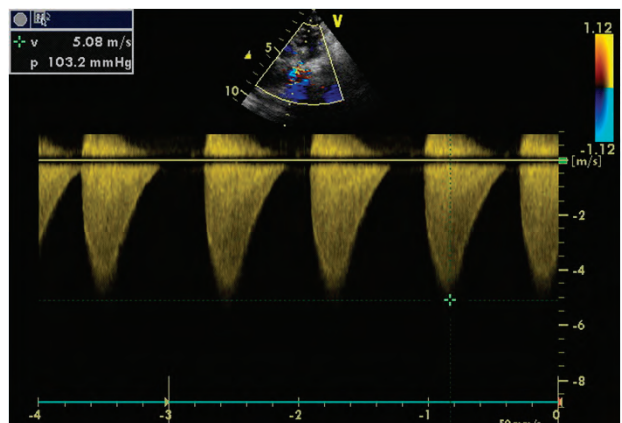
Muestra por Doppler Continuo, un gradiente de 103.2 mmHg en una Coartacion de Aorta Severa.
